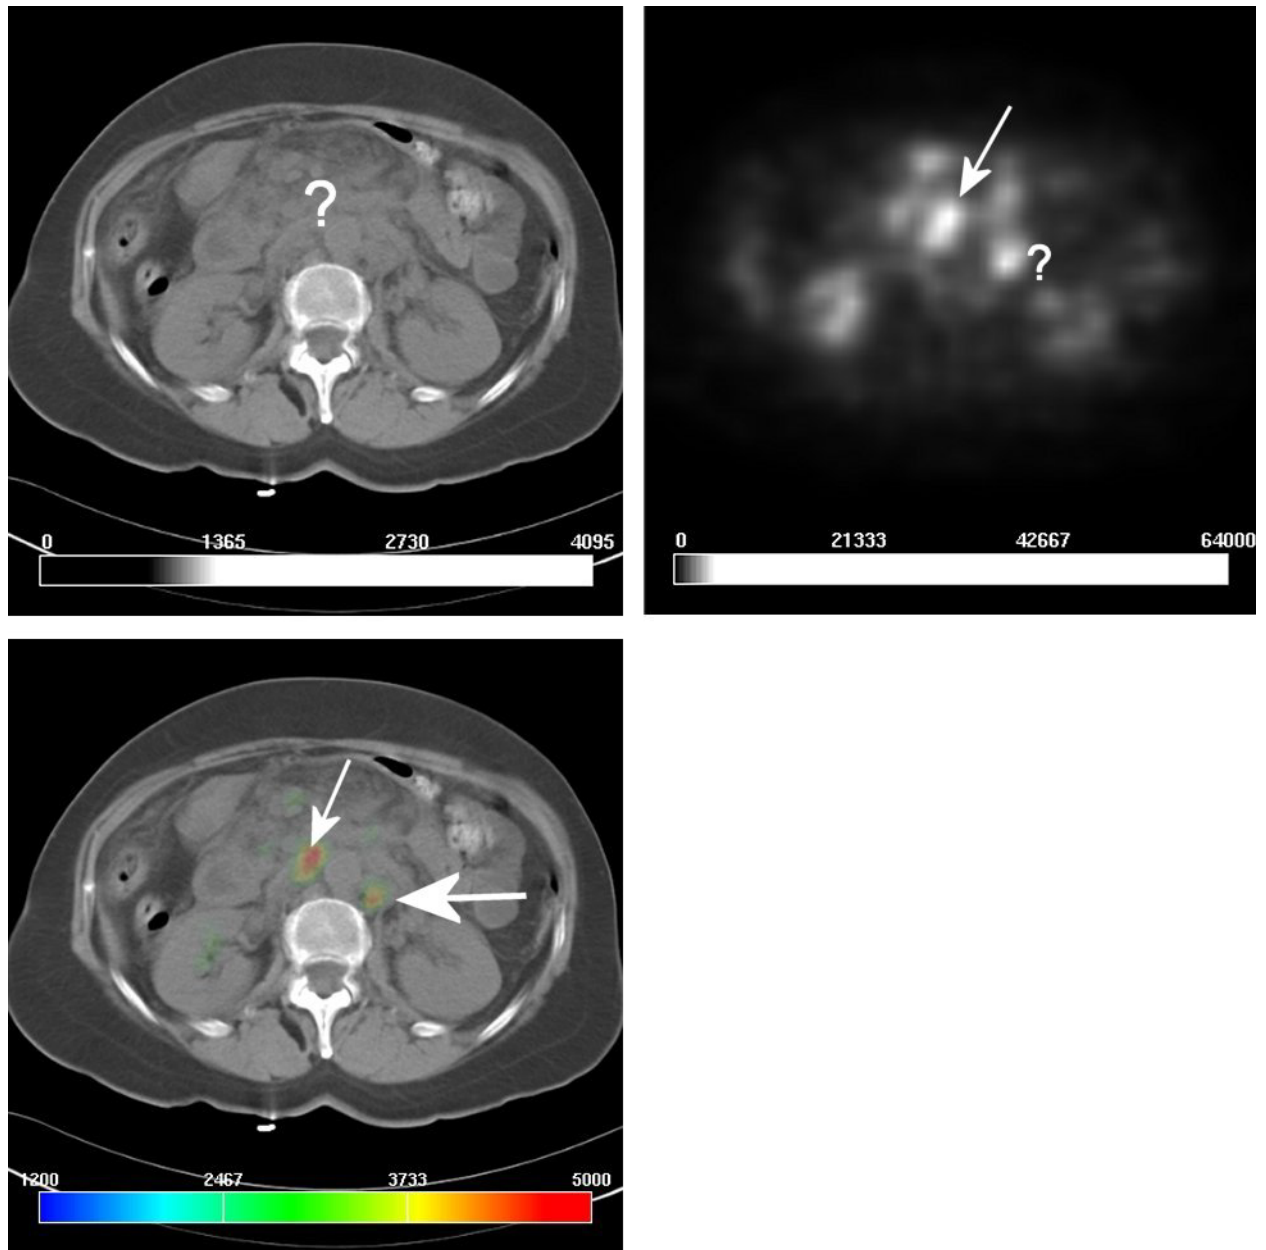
Links oben:* Die CT zeigt eine solitäre Raumforderung mit Umgebungsinfiltration im Pankreaskopf. *Rechts oben:* Es wurde ein hochgradiger Verdacht auf eine Neoplasie sowie paraaortalen Lymphomen geäußert. *Links unten:* Projektion des Signals der PET auf Lymphknoten links paraaortal. Ebenfalls konnte eine Umgebungsinfiltration belegt werden.
